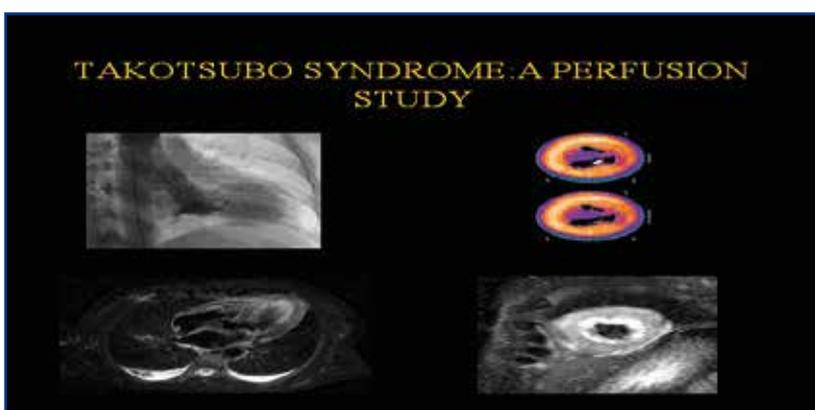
VENTRICOLOGRAFIA SINISTRA, MRI CARDIACA E SPECT DI PAZIENTE AFFETTA DA MALATTIA DI TAKOTSUBO IN FASE DI ACUIZIE
